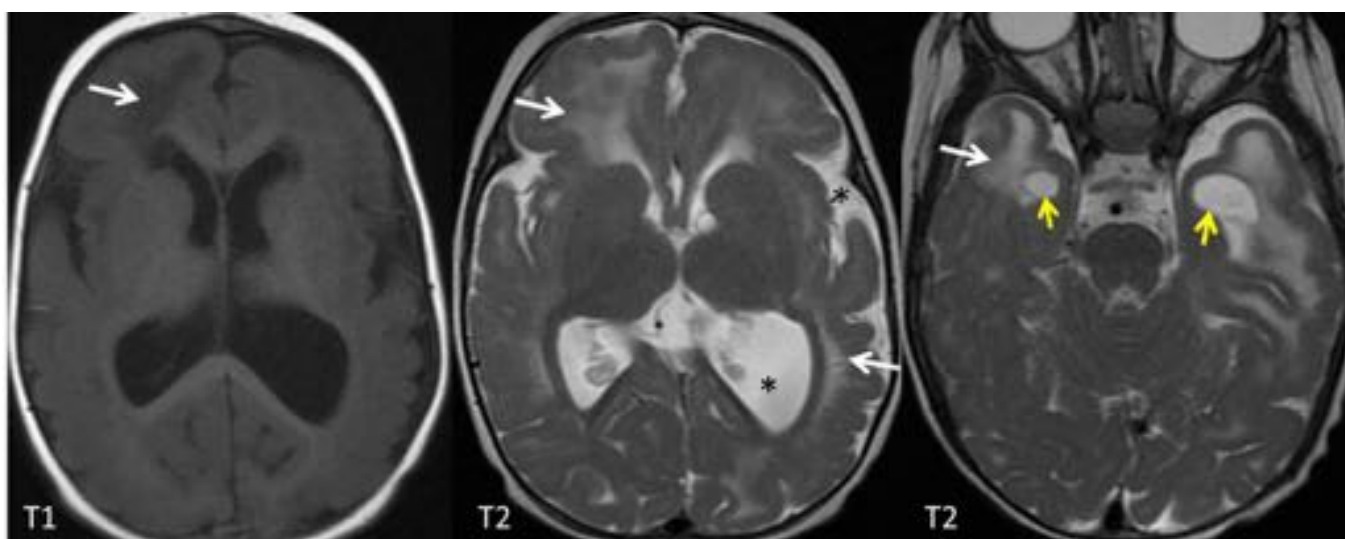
RM de cráneo en paciente con E. de van der Knaap. Se observa hiperintensidad T2 e hipointensidad T1 de la sustancia blanca subcortical (flechas). Sustitución de sustancia blanca subcortical temporal bilateral por grandes formaciones quísticas (flechas amarillas). Asocia dilatación del sistema ventricular y aumento de los surcos corticales (asteriscos). Estos hallazgos, en conjunto, son muy sugerentes de esta entidad.
